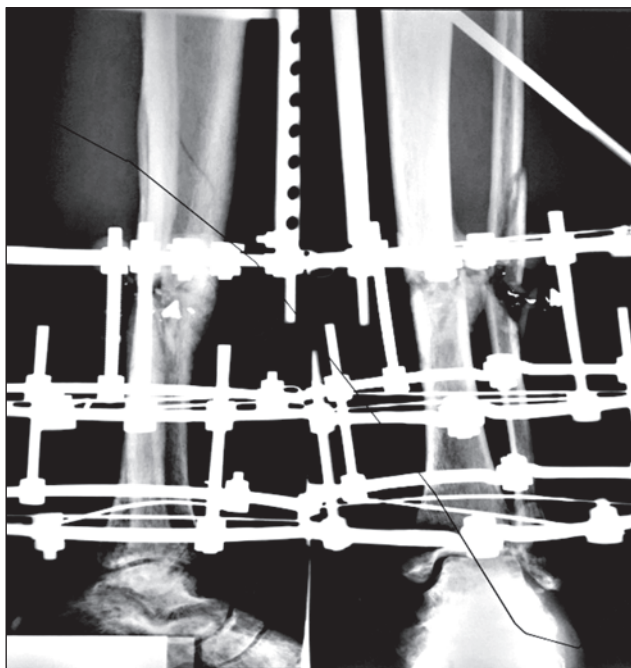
Рентгенограма кісток лівий голени. 90-е сутки після операції
